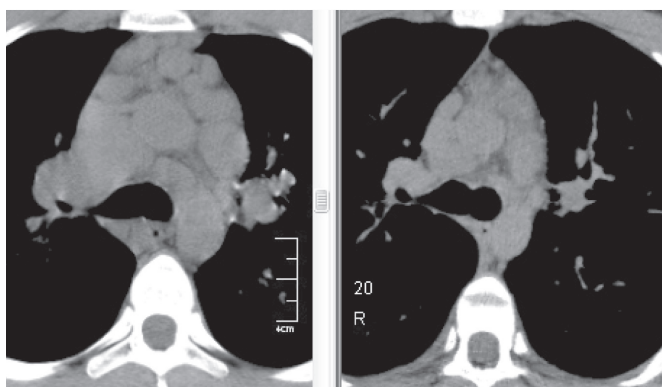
МСКТ больного П., 22 лет: саркоидоз II стадии — не типичное для саркоидоза поражение узлов переднего средостения, слева — до лечения, регрессия после трехмесячной ГКС-терапии (справа).
